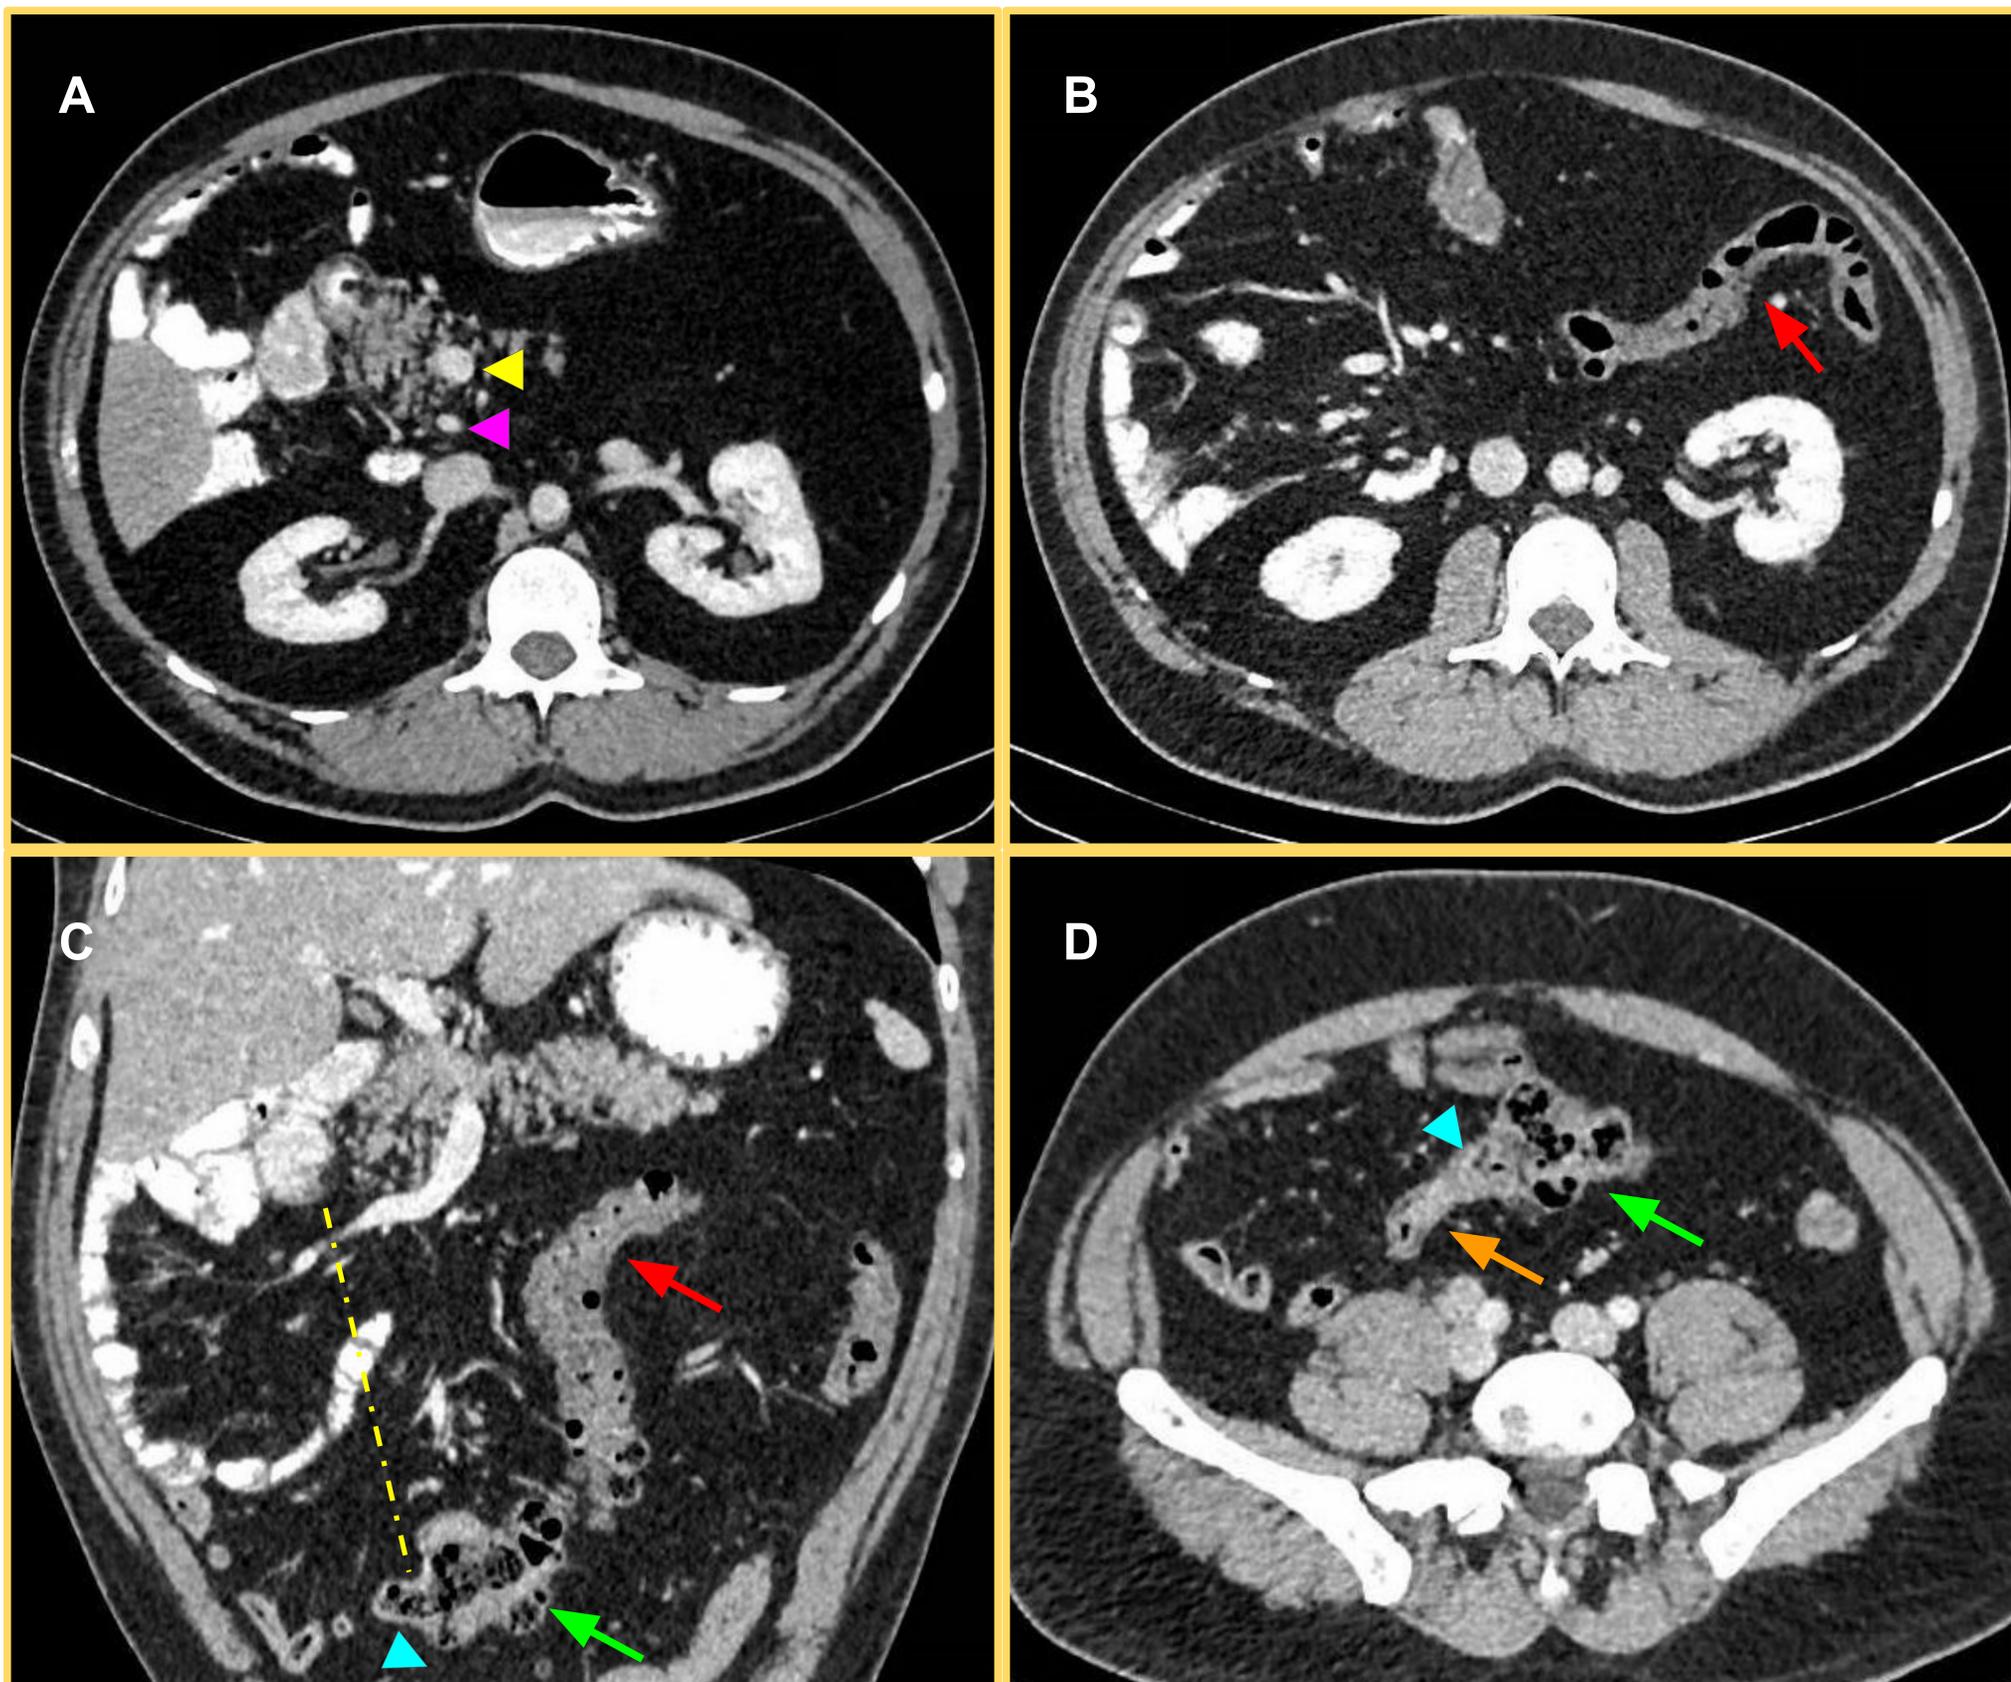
Malrotación intestinal tipo “no rotación” [hallazgo incidental]. En continuación con la figura 9. *Imágenes correspondientes a cortes axiales y coronal de TC de abdomen y pelvis con contraste yodado intravenoso, con adquisición en fase portal.* A) Relación inversa de AMS (cabeza de flecha morada) y VMS (cabeza de flecha amarilla). B y C) Colon transverso (flecha roja) de posición anómala, con trayecto inicial horizontal y después descendente sin llegar a cruzar la línea media. C y D) Segmento corto de colon ascendente y ciego (flecha verde) en línea media de hipogastrio, visualizando a este nivel la unión ileocecal (cabeza de flecha azul) y el íleon terminal (flecha naranja). Los puntos de fijación al mesenterio se encuentra a distancia el uno del otro, compatible con una “no rotación intestinal” (línea discontinua amarilla).
